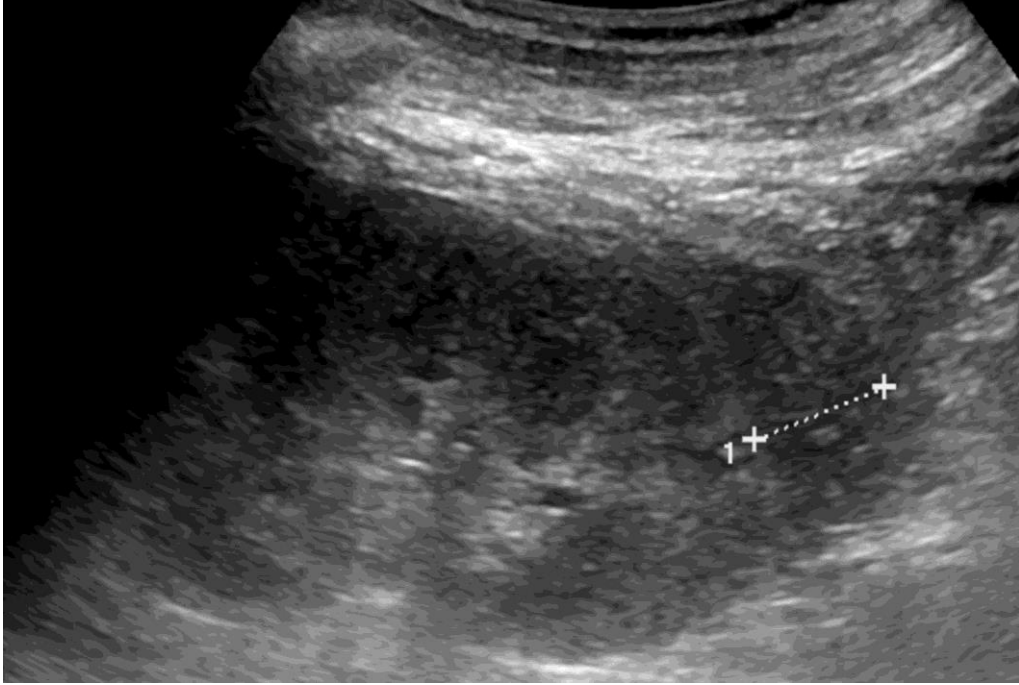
65 yaşında erkek hastada ultrason eşliğinde yapılan tanjansiyel yöntem ile biyopsi sonrası ekojen hat görülüyor.
